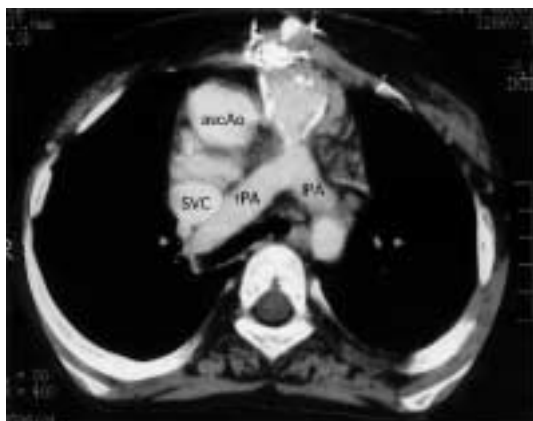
Contrast enhanced computed tomogram of the chest (before stent implantation) demonstrates stenosis of the right ventricular outflow tract just proximal to the pulmonary bifurcation with severe calcification.
